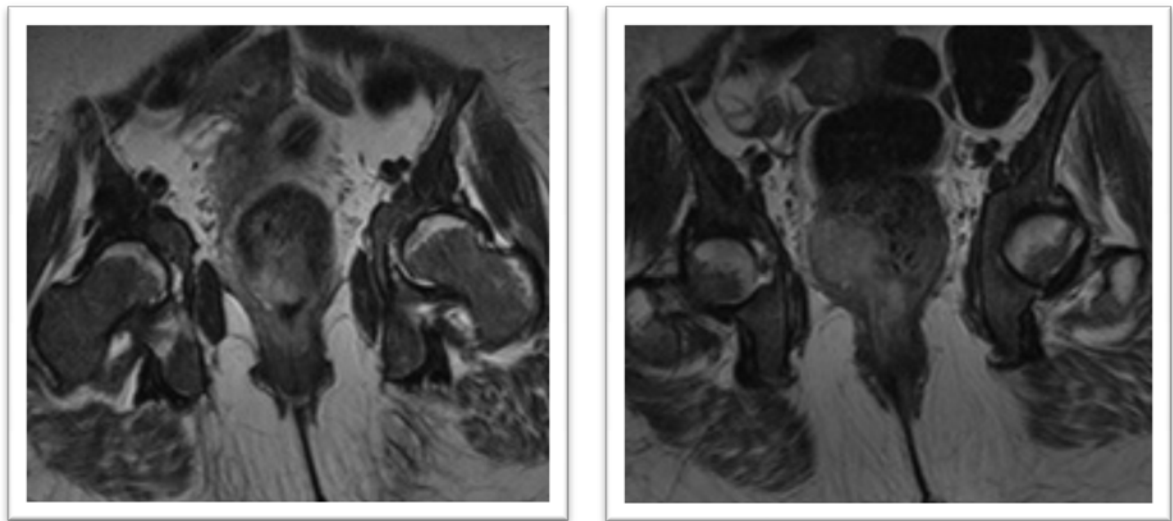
IRM en coupe coronale T2
